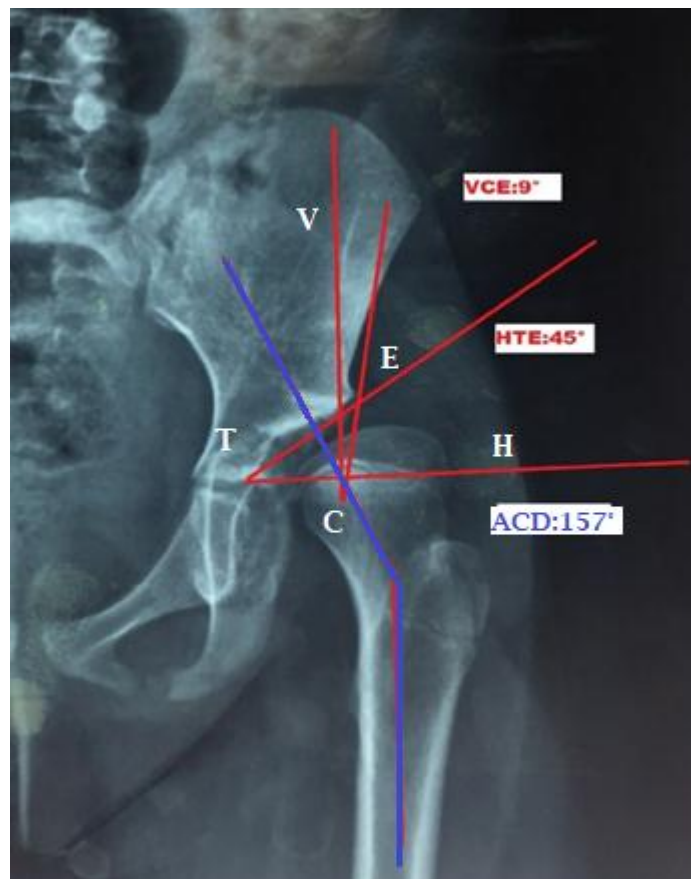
radiographie de la hanche de face d'un malade de notre série (coxométrie).
